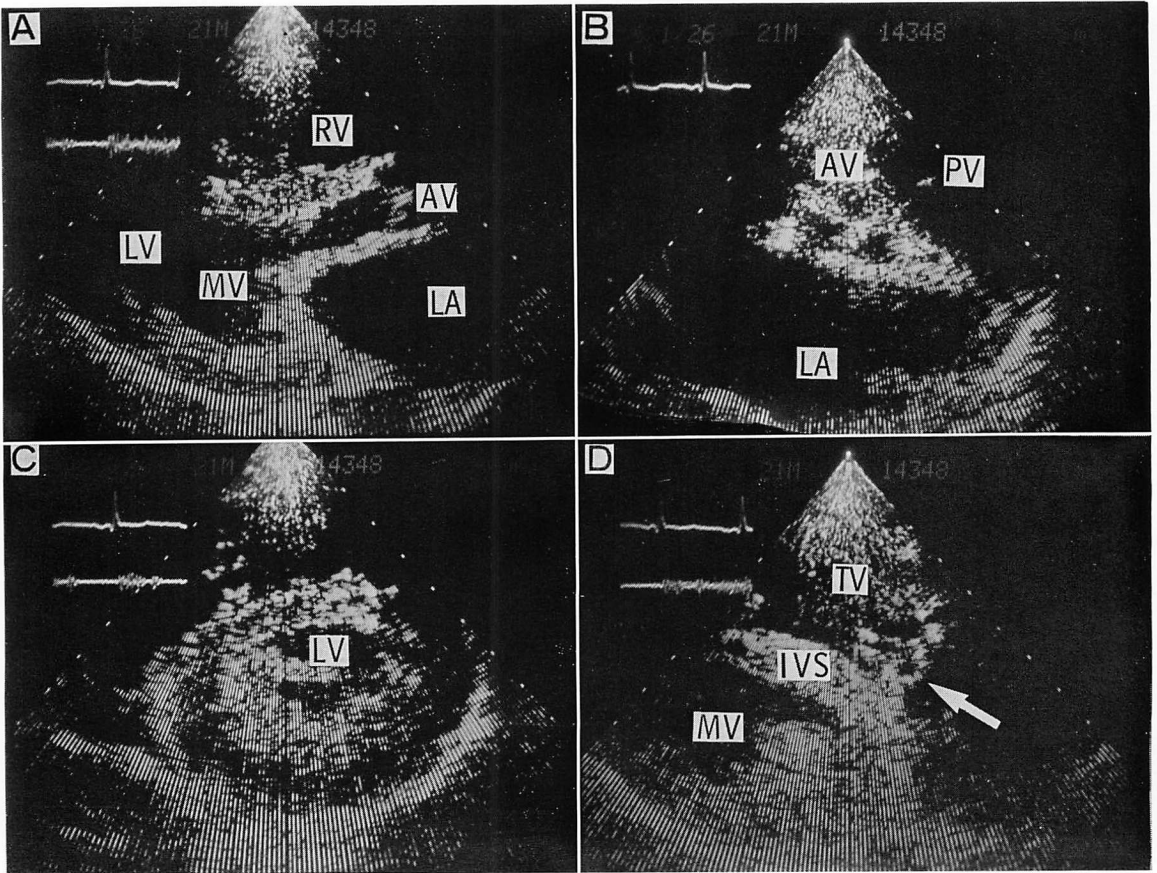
Two-dimensional echocardiograms.
